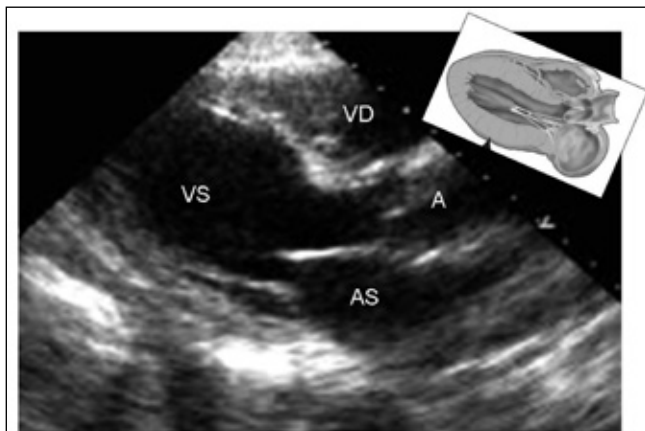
Proiezione parasternale asse lungo (VS: ventricolo sinistro; VD: ventricolo destro; A: aorta; AS: atrio sinistro).
